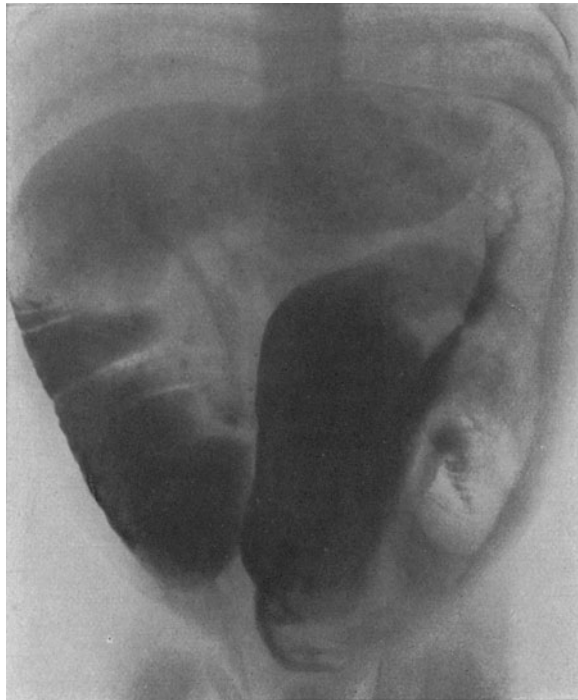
Röntgenbild des Kindes von Abb. 221, nach Bariumeinlauf aufgenommen. S Romanum schlingenförmig verlängert.
